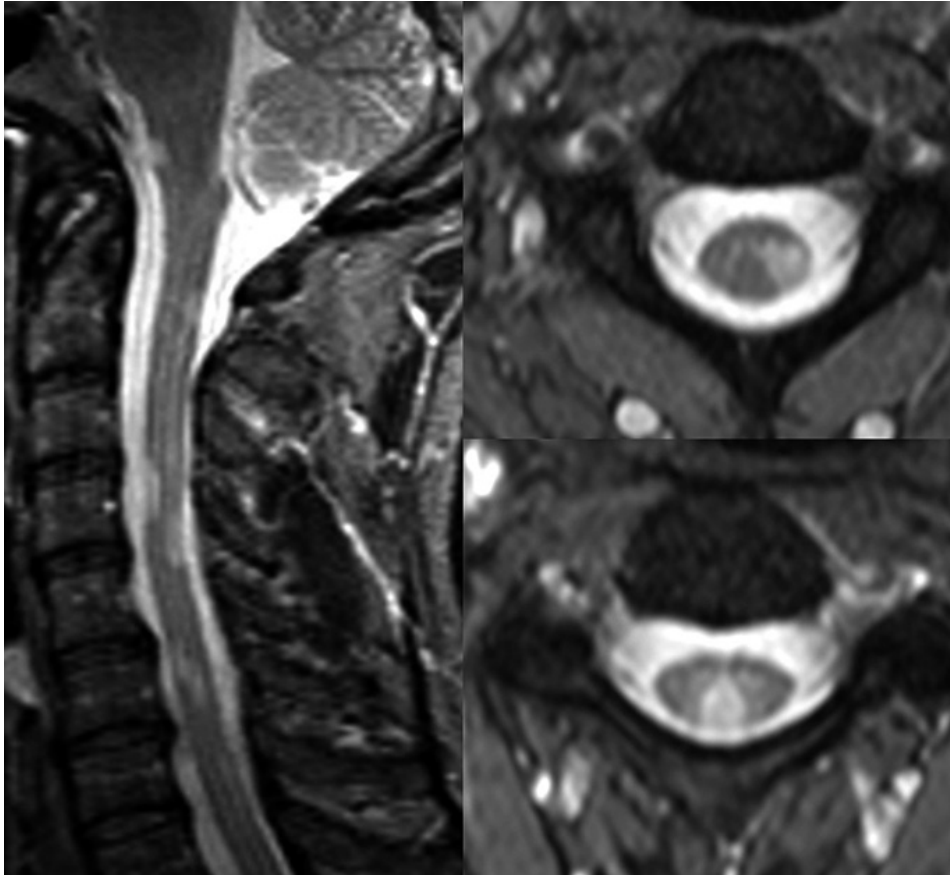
RM cervical en un paciente afecto de EM (imagen STIR obtenida en el plano sagital e imágenes T2 obtenidas en el plano transversal). En la imagen sagital se observan múltiples lesiones desmielinizantes con una extensión craneocaudal que no supera los dos cuerpos vertebrales y sin características expansivas. Las lesiones típicamente afectan los cordones posteriores y laterales en las imágenes en el plano transversal.
